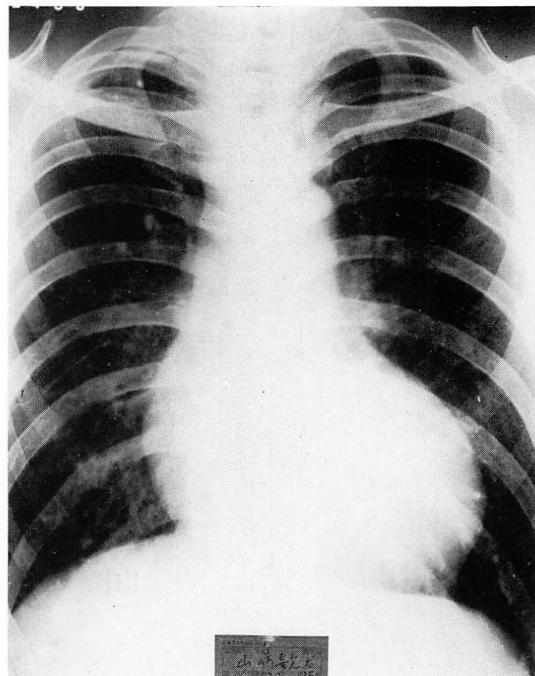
Radiograph of the chest taken at the age of 36.
